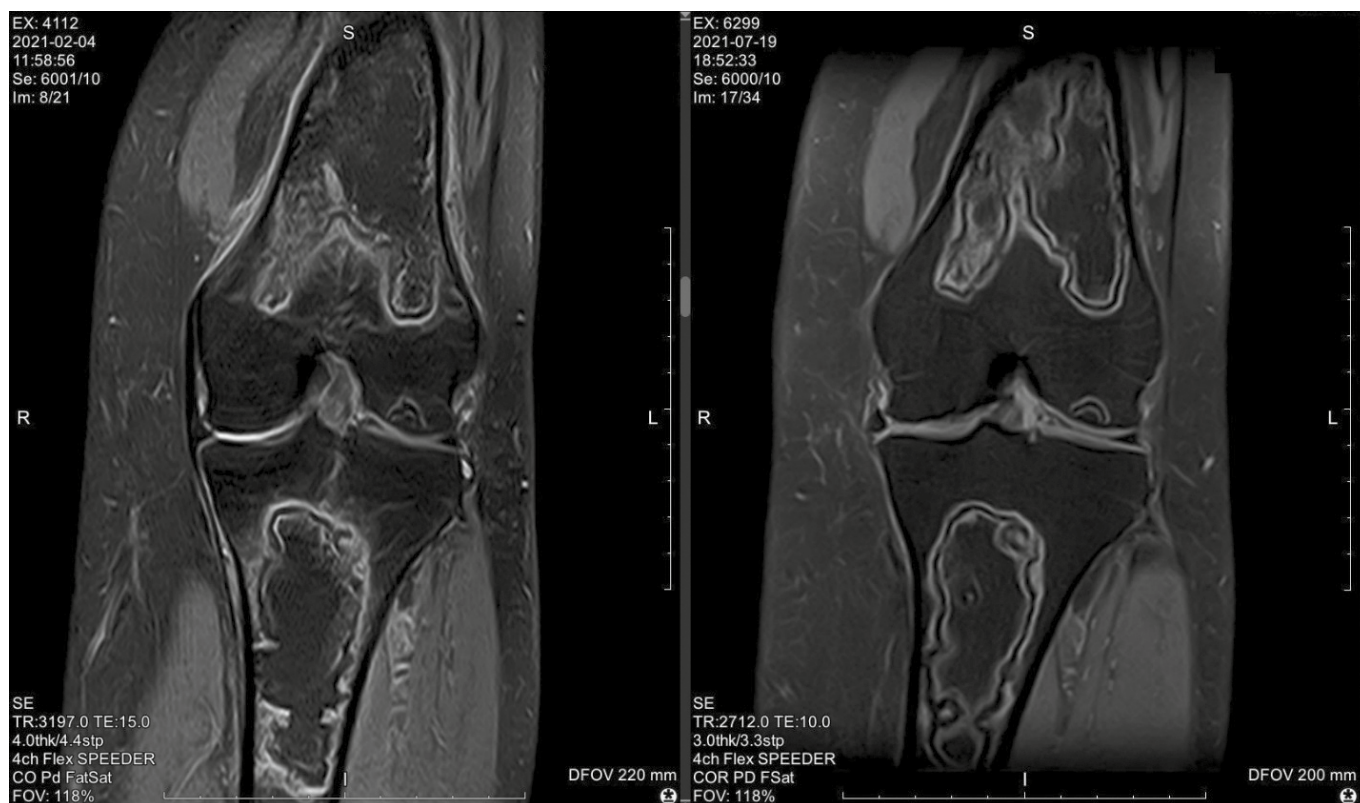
МРТ в динамике, левый коленный сустав
